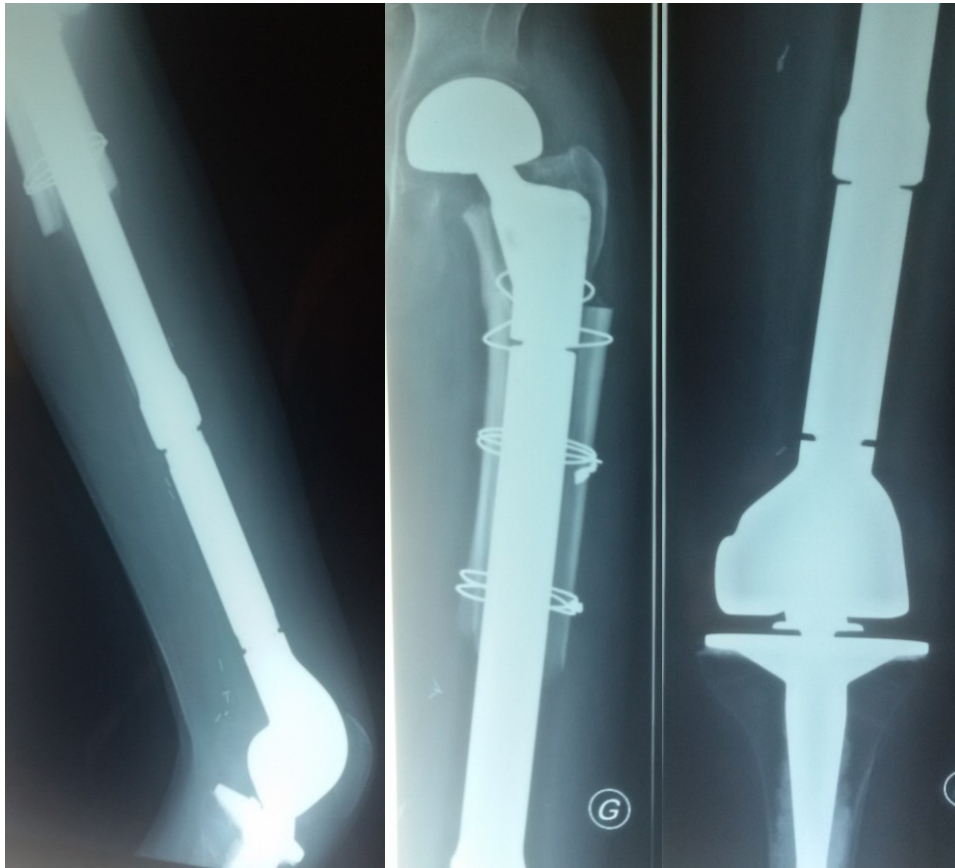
Radiographie de la cuisse et du genou gauche montrant la mise en place d'une prothèse totale de la hanche et du genou avec greffe osseuse au niveau du 1/3 supérieur du fémur
